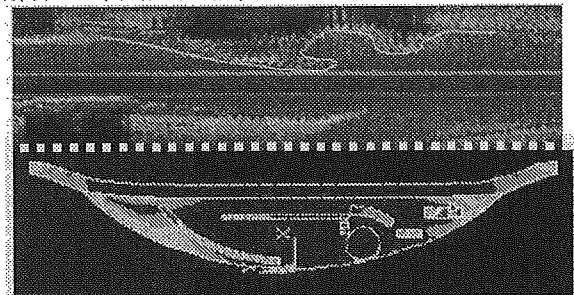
血管内エコー画像から求めたプラーク内ストレス分布カラーマッピングの一例
